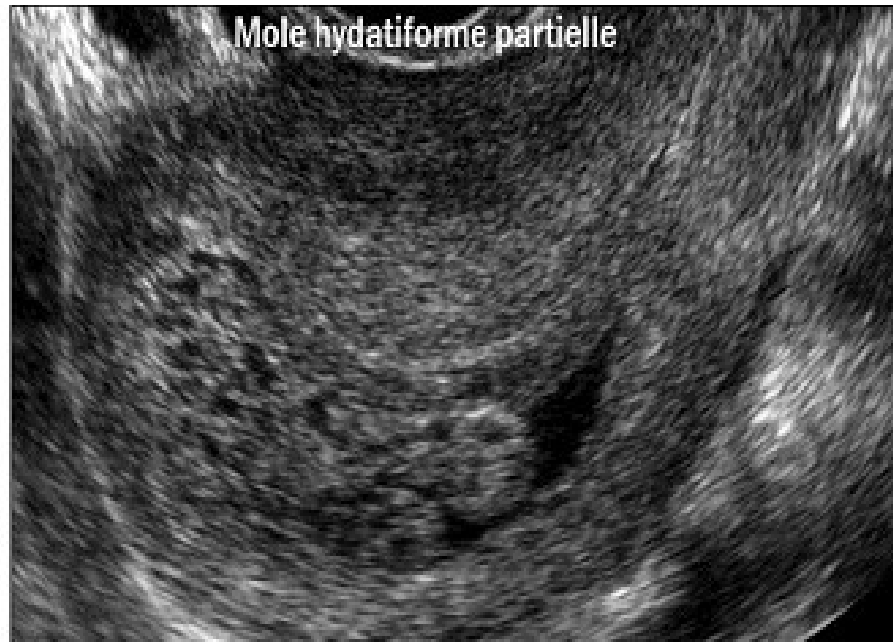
image échographique d'une mole hydatiforme partielle : coupe sagittale [50]
